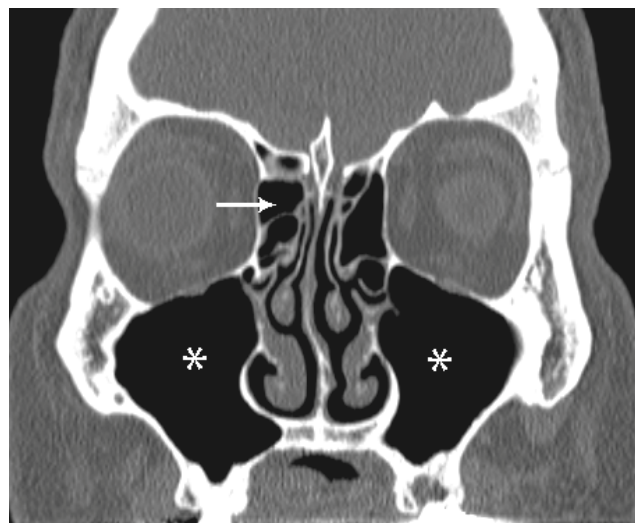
TDM du massif facial en coupe coronale passant par les sinus ethmoïdaux, flèche : sinus ethmoïdal ; Astérix: sinus maxillaire [46].
